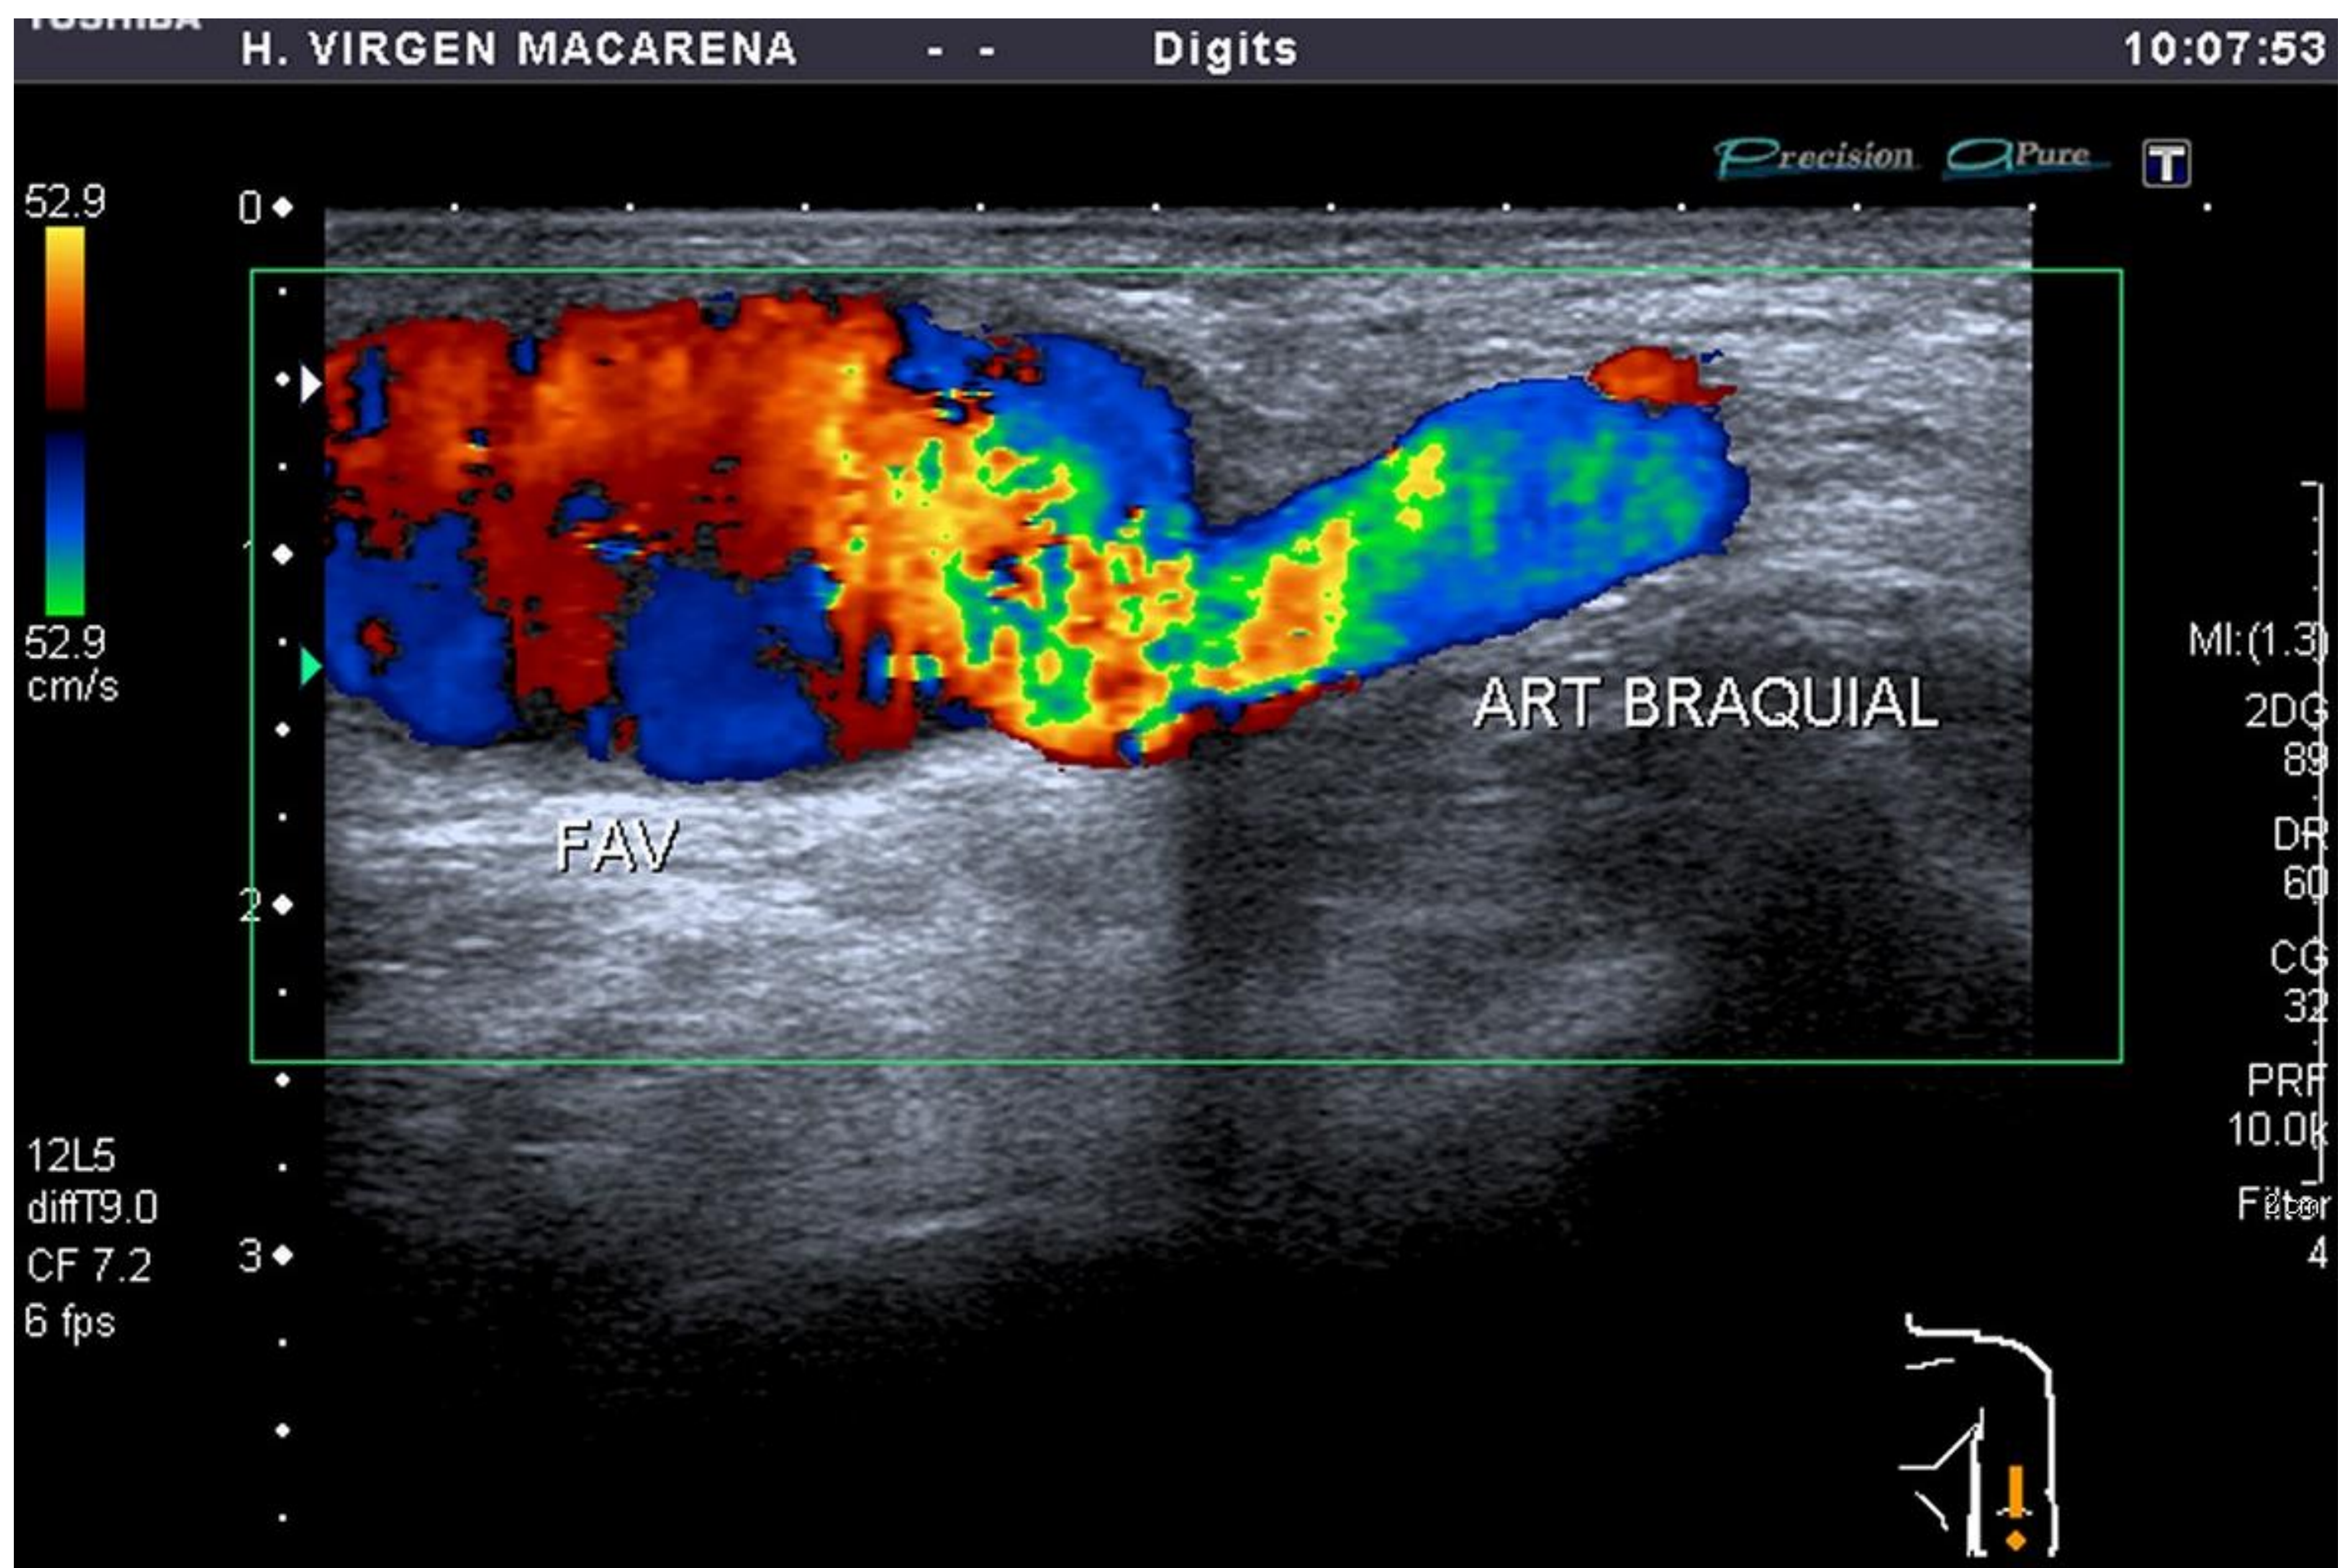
Imagen ecografía en modo Doppler color de anastomosis braquiocefálica. Se visualiza dilatación aneurismática de la fístula arteriovenosa.
